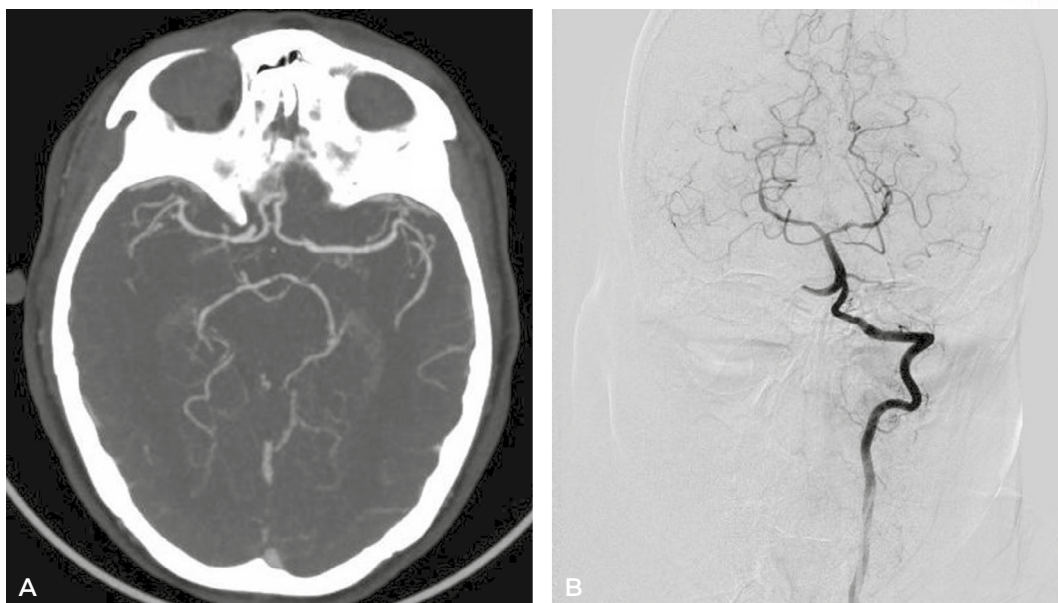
Angio-TC (A) y arteriografía (B) que muestran estenosis de ACM derecha y estenosis difusa en ambas ACP.
